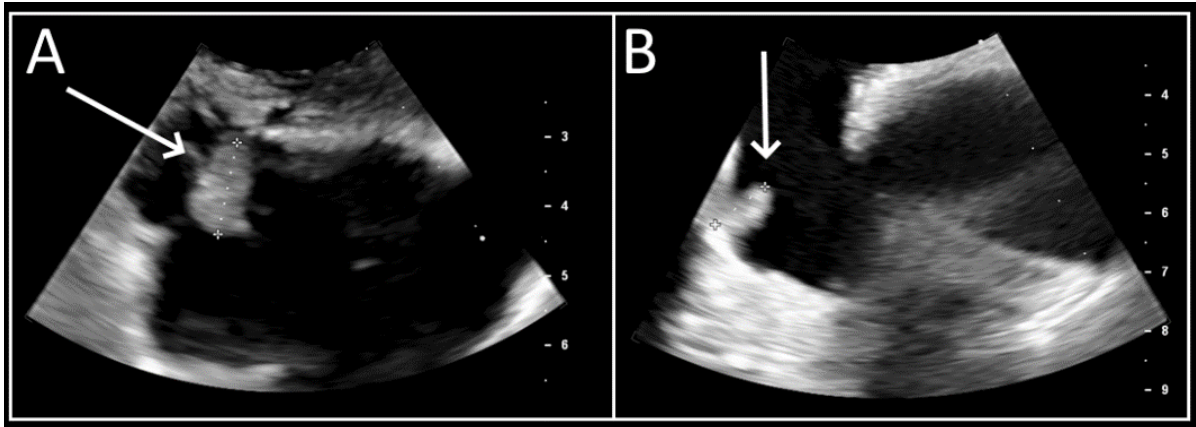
Transoesophageal echocardiogram showing tricuspid valve vegetation.
